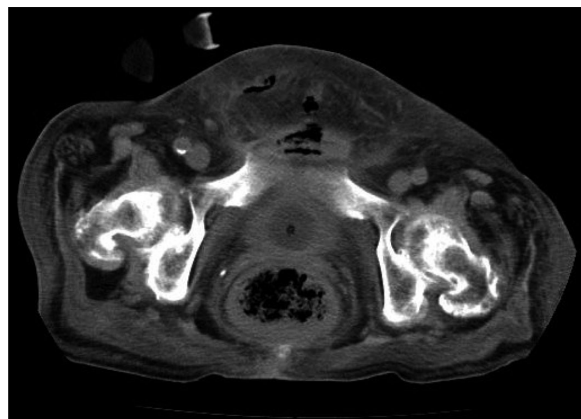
CT scan showed subcutaneous and intramuscular gas formation in the perineal region.
